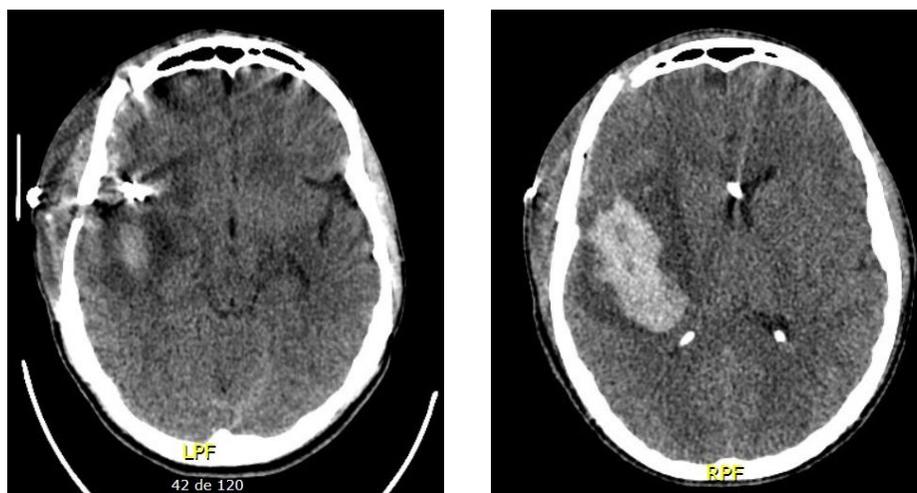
Tomografía simple de cráneo postquirúrgica. Hipodensidad perisangrado, hematoma residual. Tomado de autores.
